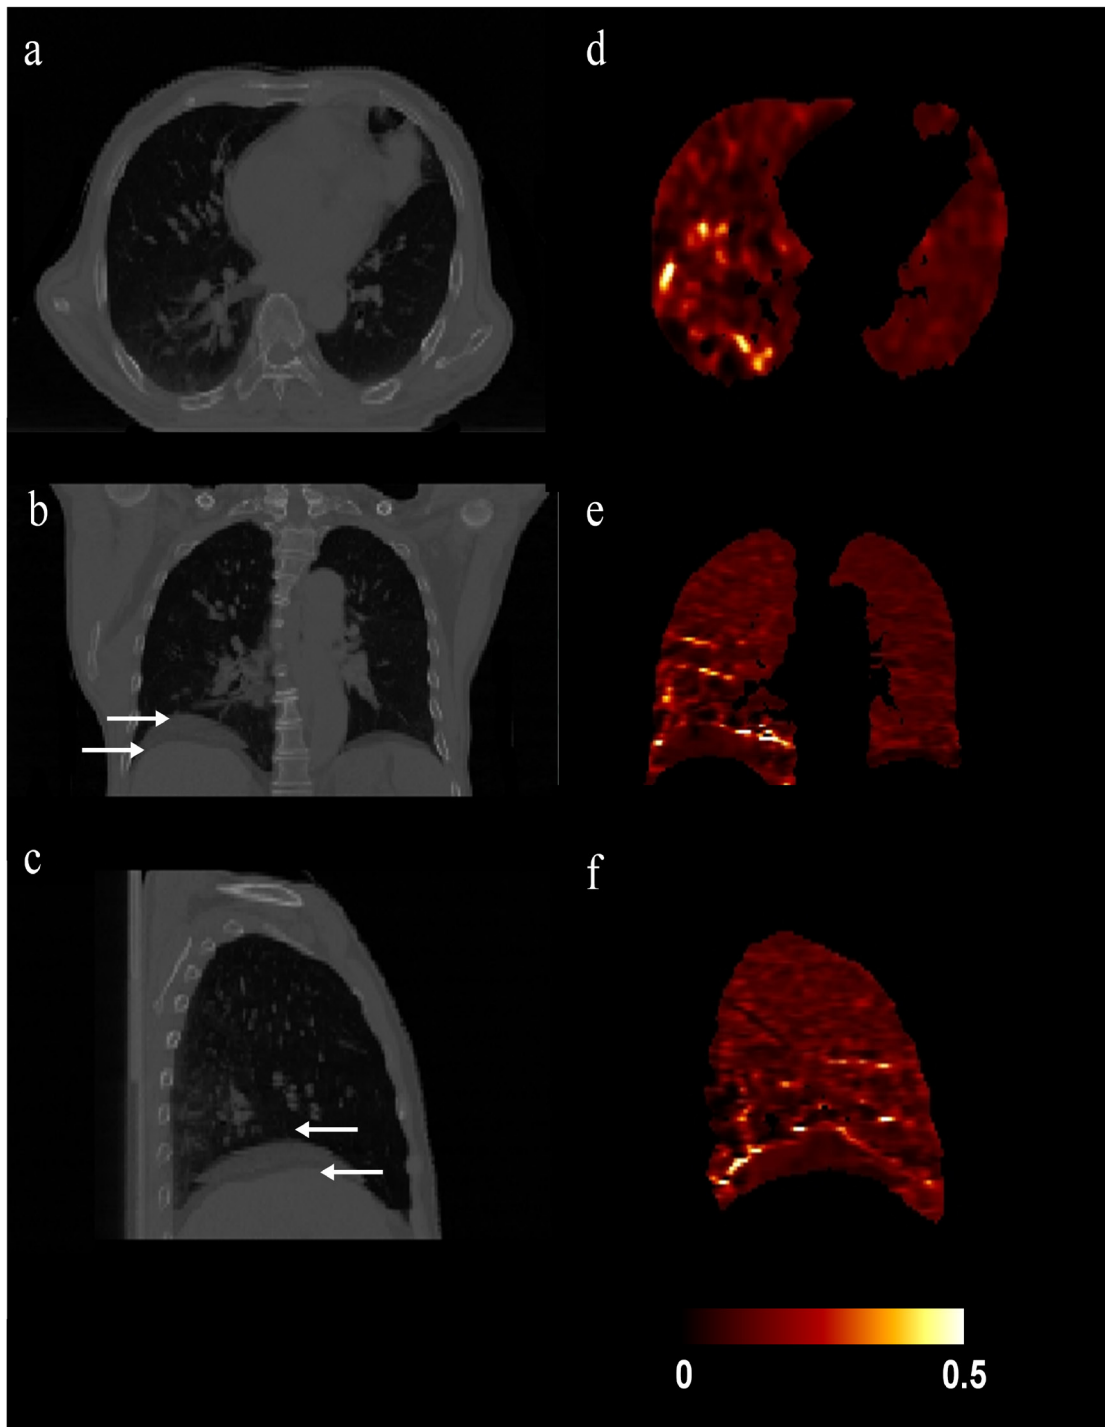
以 4D-CT 影像為基礎的肺功能影像。(a)、(b)、(c)分別為最大吸氣相與最大吐氣相兩相位之影像融合 CT 圖橫狀切面、冠狀切面與矢狀切面。(d)、(e)、(f)分別為相對應之計算肺體積變化得到的肺功能影像。
